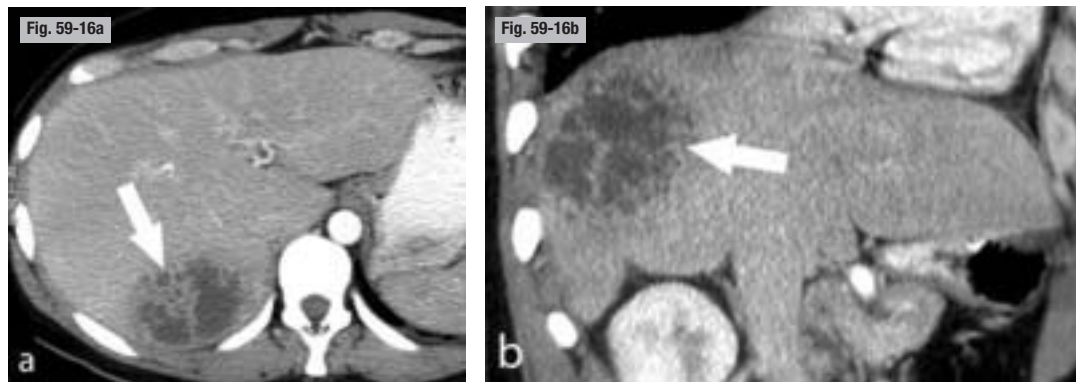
Abscès hépatique du segment VII en relation avec une maladie diverticulaire du sigmoïde. TDM. a) Coupe axiale. b) Reconstruction frontale oblique. La lésion hépatique est très évocatrice d'abcès à pyogène en raison de son contenu liquidien hétérogène et de son aspect multiloculé, confirmant la confluence de petits abcès préexistants (cluster sign, flèches). Lorsque la maladie diverticulaire se révèle par une atteinte septique à distance, les signes locaux observés au niveau pelvi-abdominal, tant sur le plan de la clinique que sur celui de l'imagerie, sont en général très atténués, voire absents.
